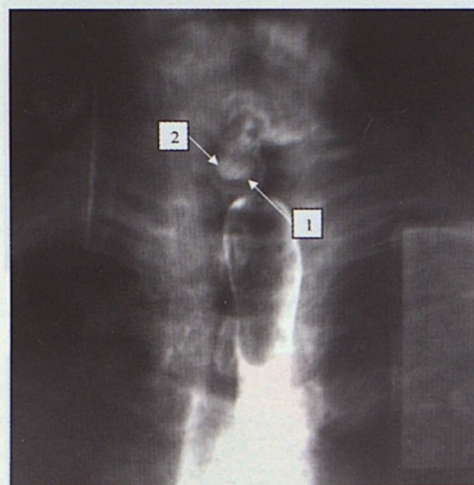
Данные рентгенографии до и после эндоскопической баллонной дилатации с введением препарата диспорт (снимки наложены друг на друга с совмещением костных структур). 1 – До введения препарата. 2 – После введения препарата
